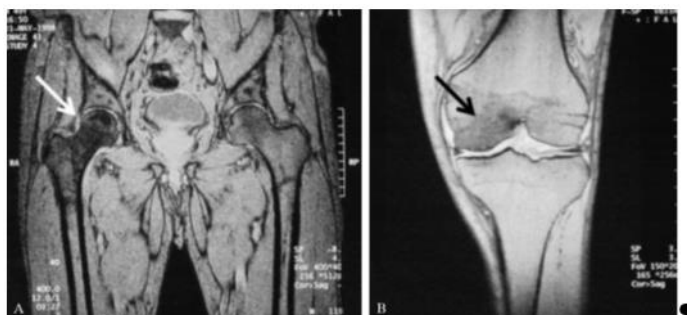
Imágenes de resonancia
